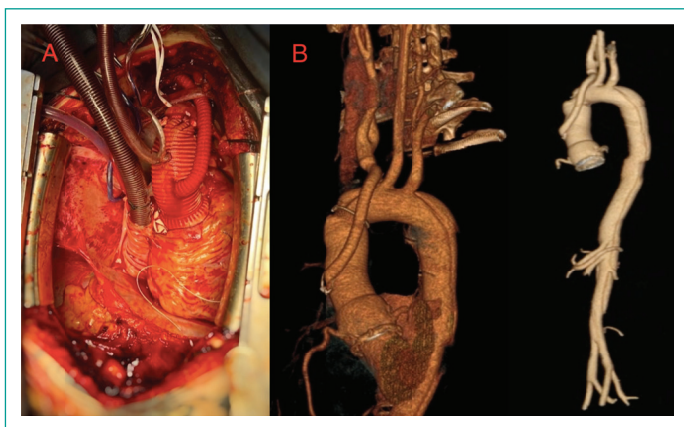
(A) Intervención quirúrgica. (B) Angiotomografía computarizada.
